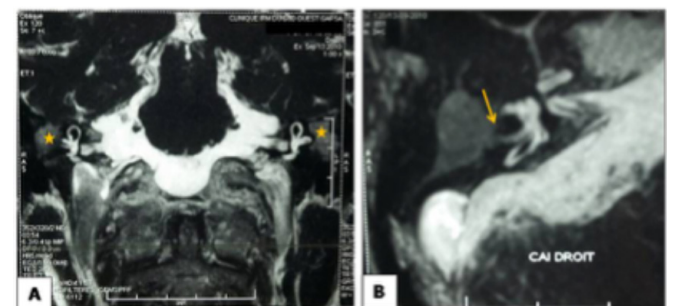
IRM coupe axiale séquence CISS 3D montrant : (A) Cholestéatome bilatéral (étoiles), (B) fistule labyrinthique membraneuse du CSC latéral droit
